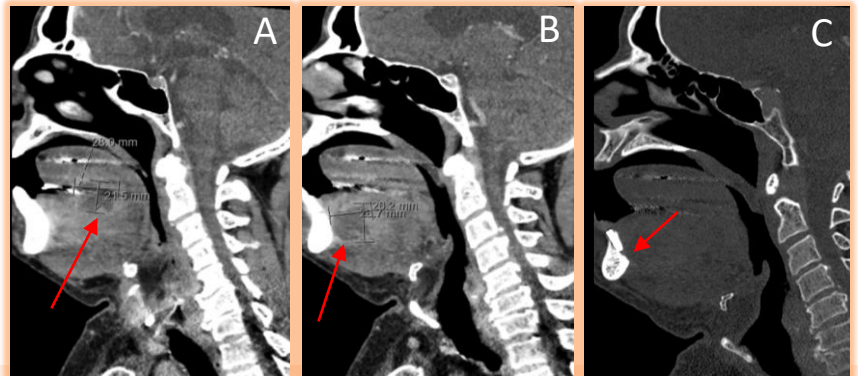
Tomografia computadorizada: Edema dos tecidos do espaço sublingual e submandibular (A e B) Duas coleções abecedadas intercomunicantes no pavimento da boca (C) Implante metálico na posição de 41 e perfuração paraimplantar da cortical óssea lingual com 4-5 mm, a 3 mm da crista alveolar
